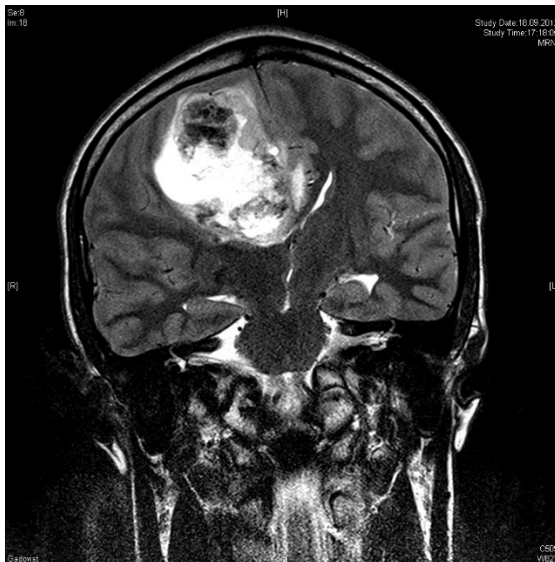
MRT-Bildgebung eines GBM eines 15-jährigen Jungen aus der HIT-Datenbank in Göttingen; deutlich erkennbar ist der raumfordernde Effekt des Tumors mit einer Nekrose und einer sichtbaren Verlagerung der Mittellinie (Falx cerebri).
